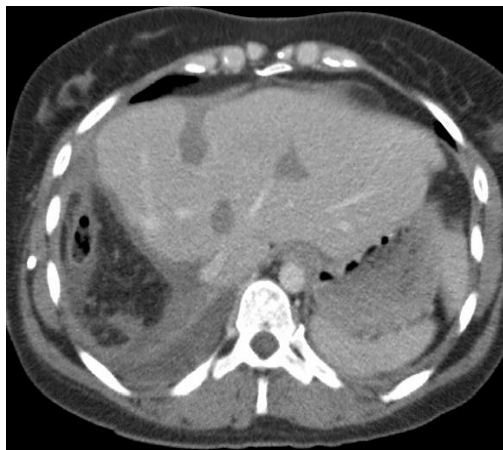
TC de control de la primera paciente intervenida mediante T-ALPPS.
